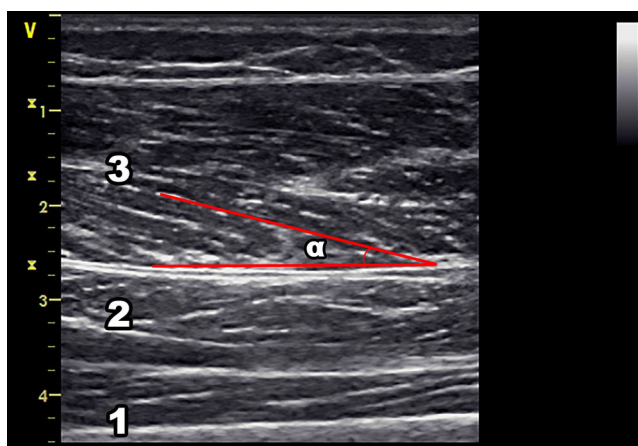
Coupe échographique transversale à mi-cuisse. 1 : fémur ; 2 : vaste intermédiaire ; 3 : droit fémoral ; α : angle de pennation
